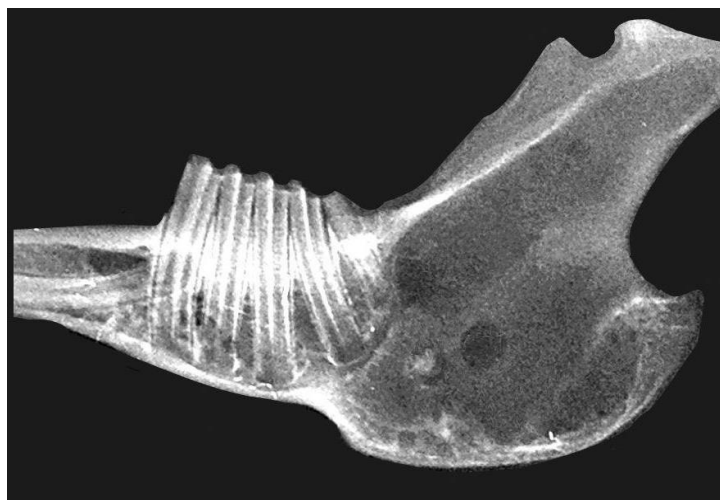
Фото рентгенограми нижньої щелепи кроля.
